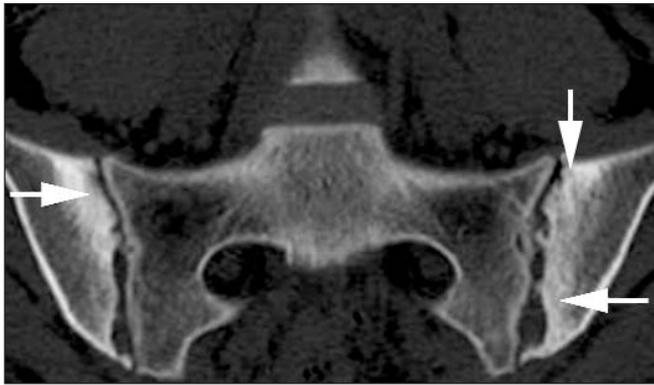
КТ КПС (коронарная проекция) пациентки Ч. Неравномерная ширина суставных щелей, выраженный субхондральный склероз и многочисленные эрозии (стрелки)
